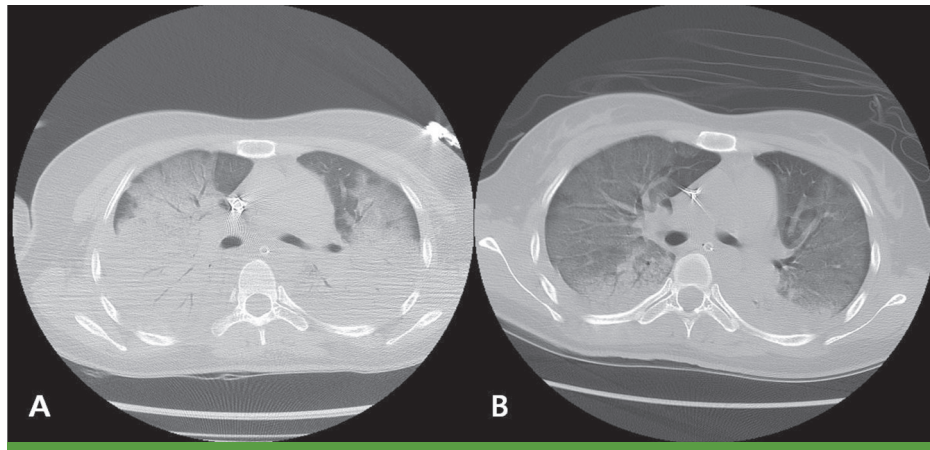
High resolution computed tomography of the chest at the 2nd (A) and the 7th day (B) of admission.
